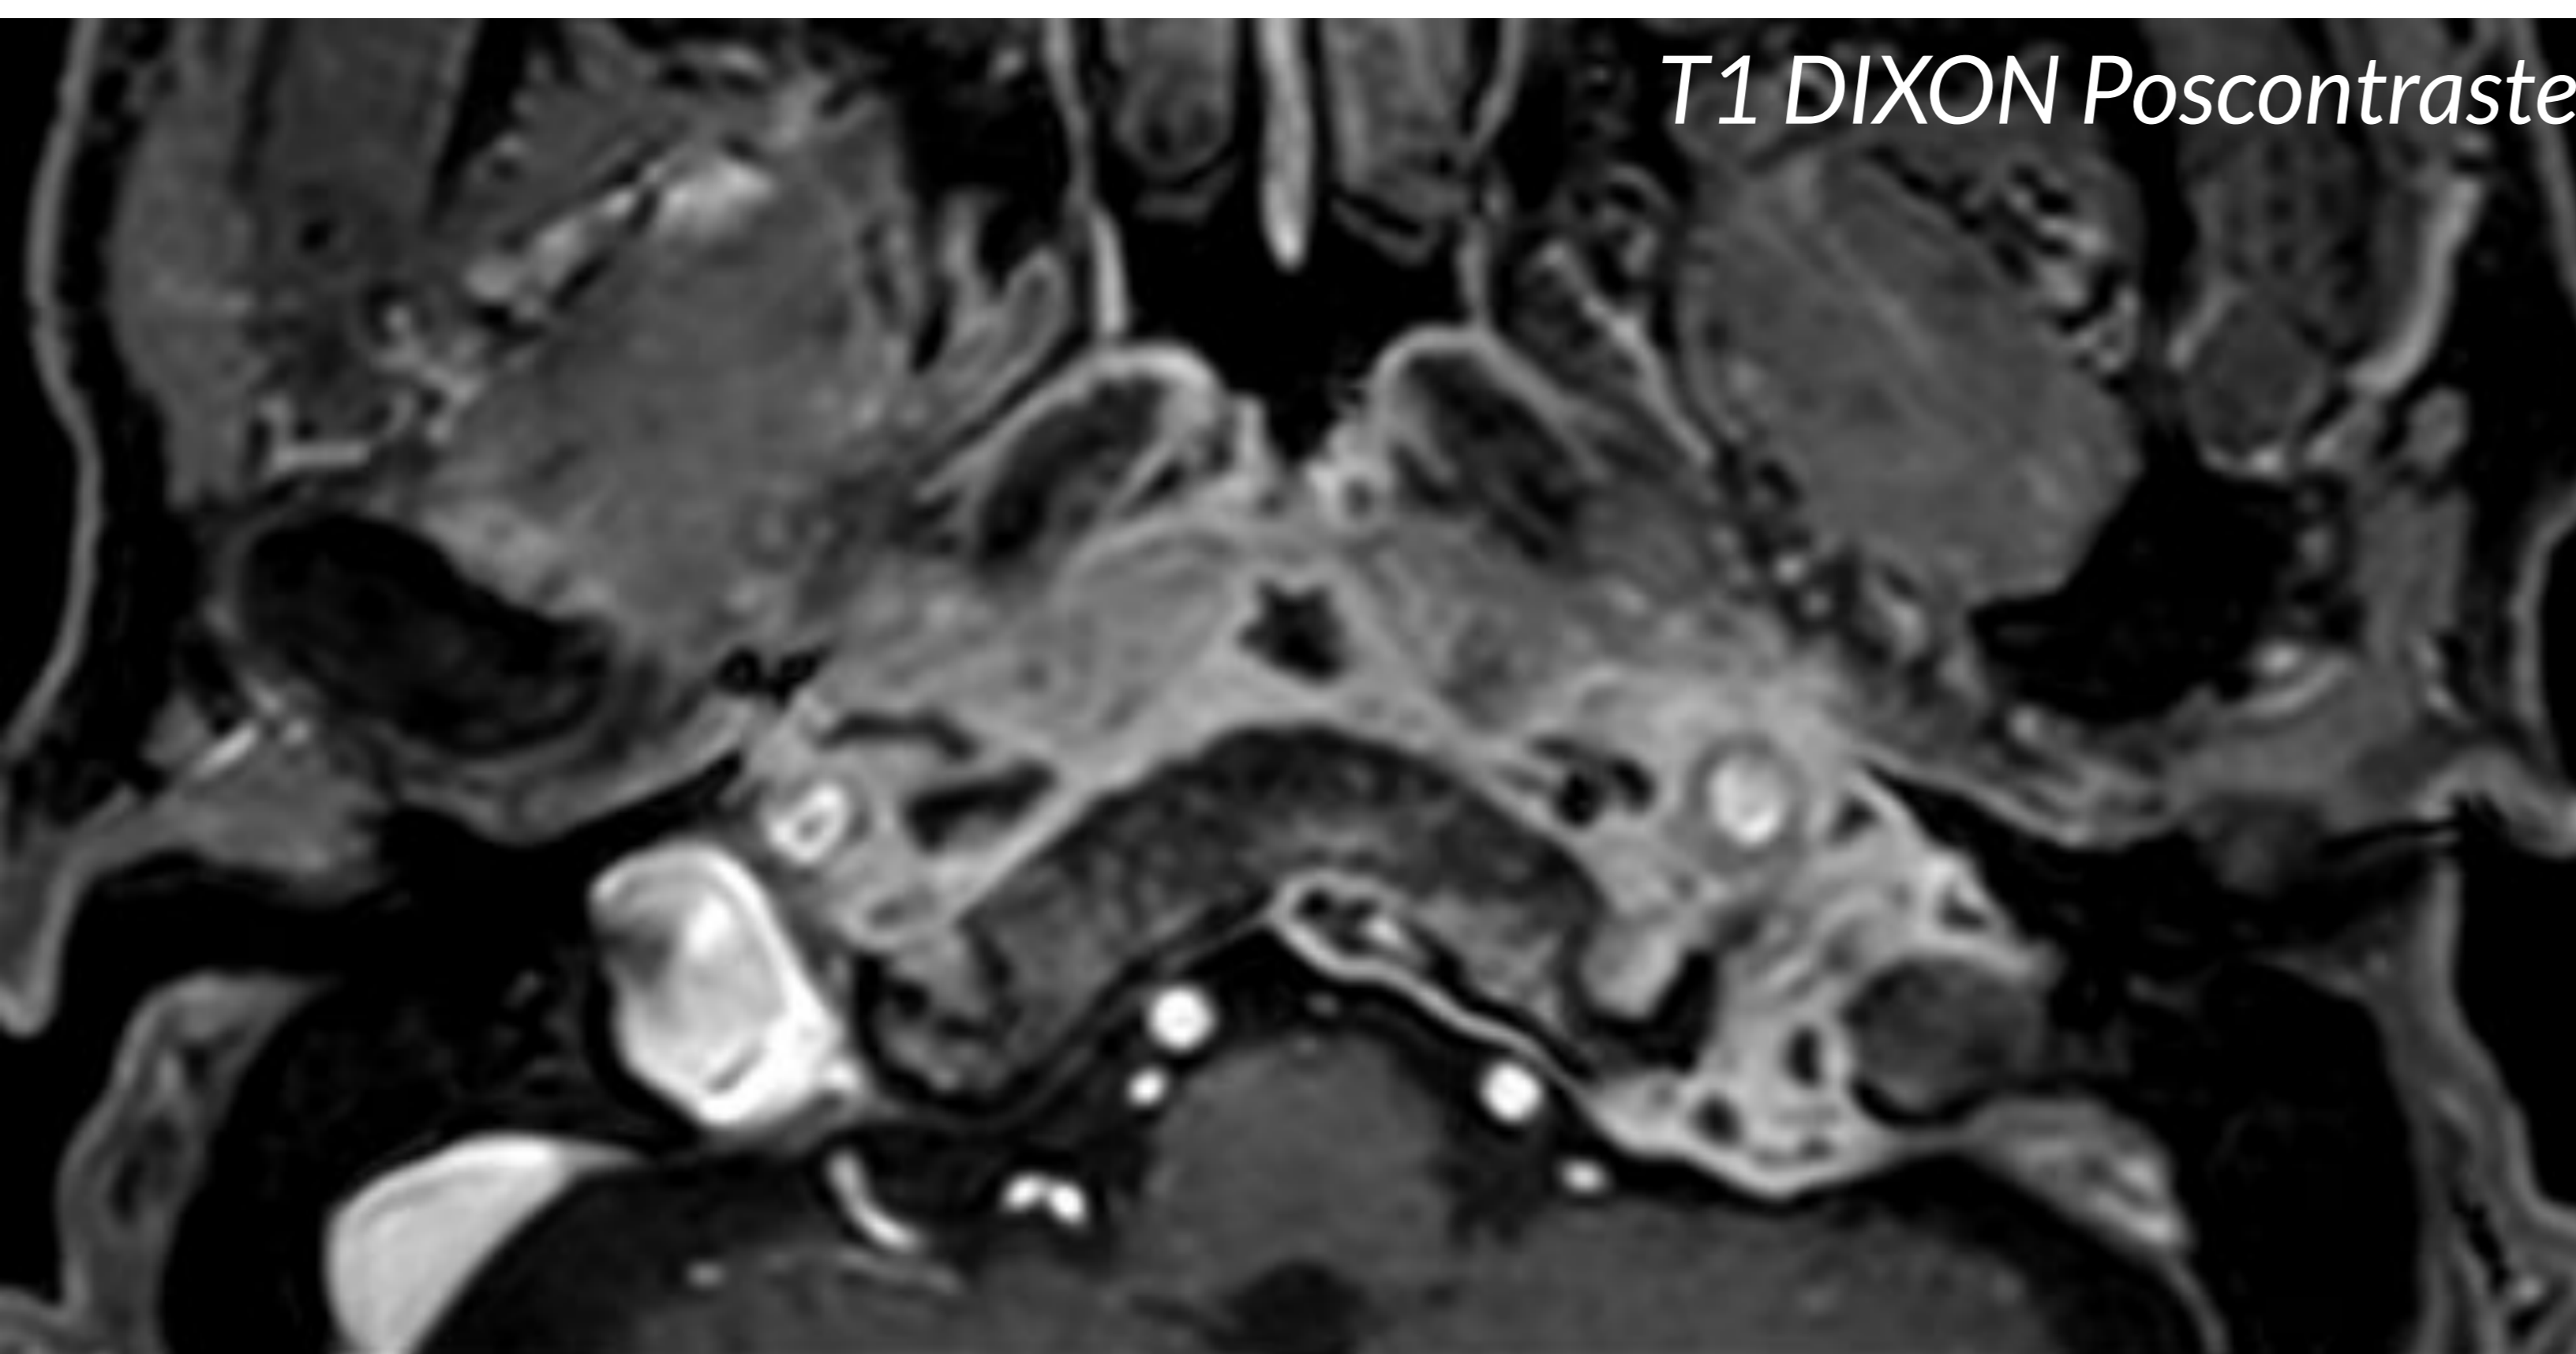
RM de cara (senos paranasales). Corte axial y coronal.
